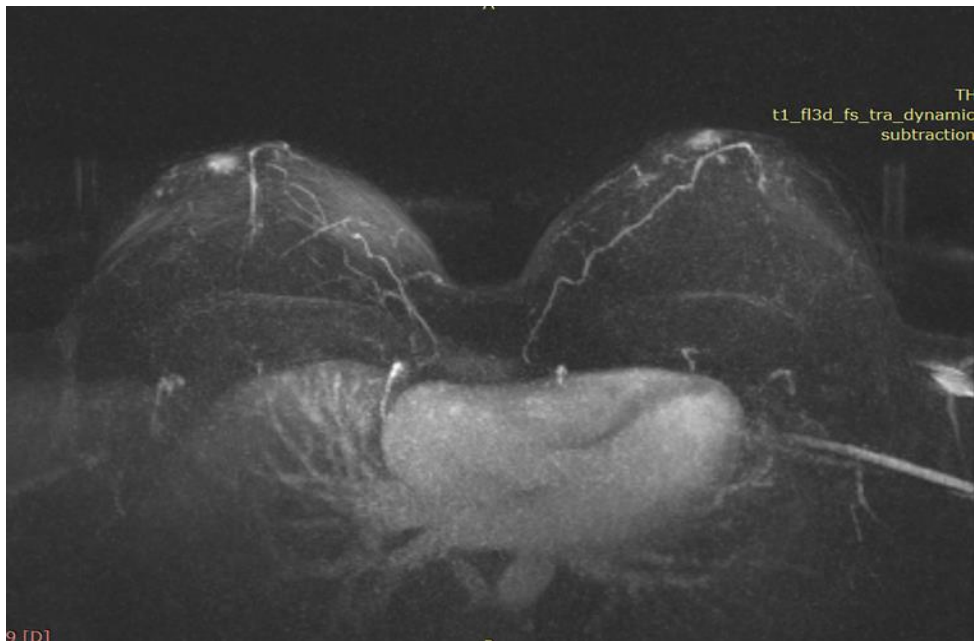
Пацієнтка К, 18 років. Тубулярні груди II типу. На МРТ візуалізуються гілки a.thoracica interna, відсутні гілки a.thoracica lateralis.
